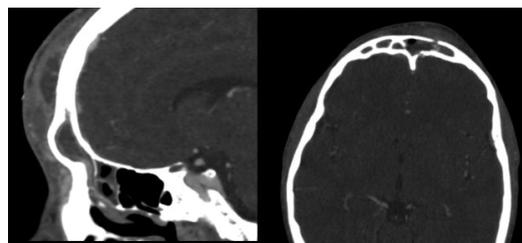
Potts puffy tumor: Sagittal [left] and axial [right] enhanced-CT, soft-tissue [left] and brain [right], shows frontal sinus opacification associated with frontal tumefaction corresponding to a subperiosteal abscess. Erosion of the frontal bone anterior wall can be seen, in keeping with osteomyelitis.
